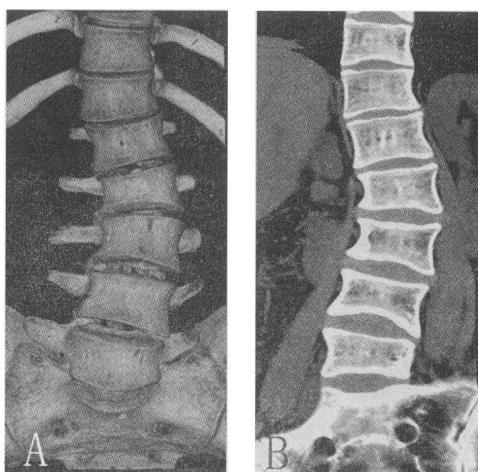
脊柱侧弯 CT 图像。图 A 为 VRT 图像;图 B 为冠状位 CPR 图像;图 C 为矢状位 CPR 图像。
